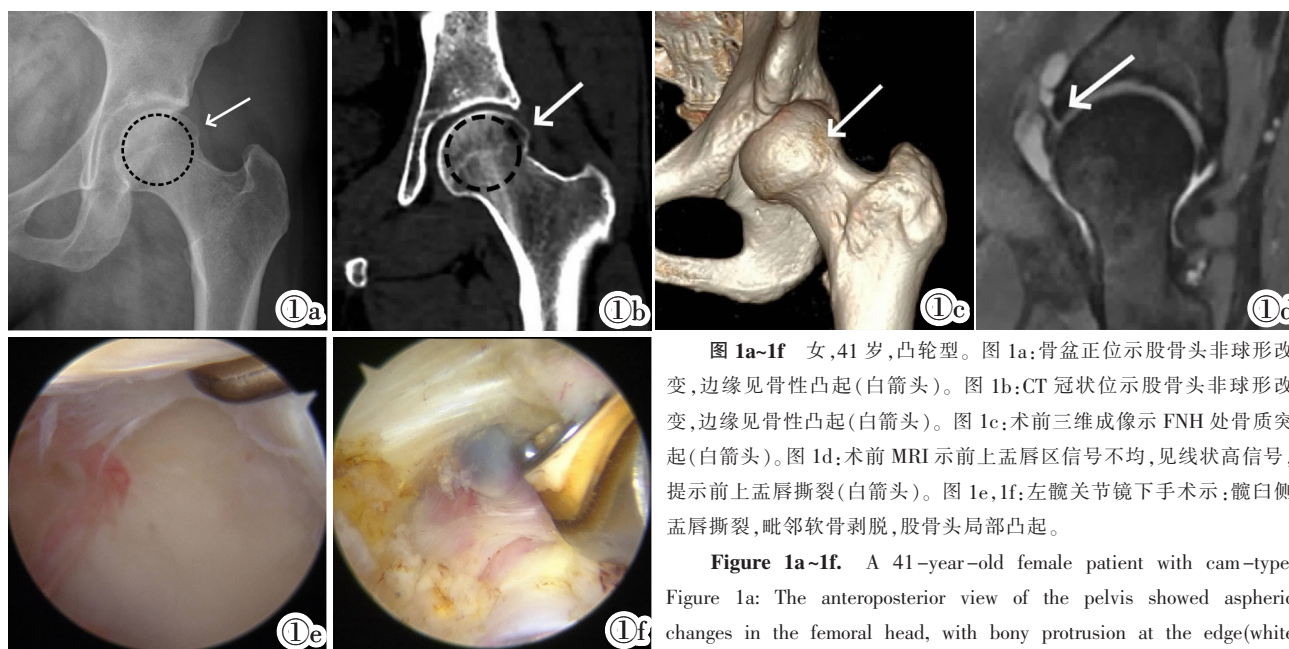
~1f 女,41 岁,凸轮型。图 1a:骨盆正位示股骨头非球形改变,边缘见骨性凸起(白箭头)。图 1b:CT 冠状位示股骨头非球形改变,边缘见骨性凸起(白箭头)。图 1c:术前三维成像示 FNH 处骨质突起(白箭头)。图 1d:术前 MRI 示前上孟唇区信号不均,见线状高信号,提示前上孟唇撕裂(白箭头)。图 1e,1f:左髋关节镜下手术示:髋臼侧孟唇撕裂,毗邻软骨剥脱,股骨头局部凸起。
